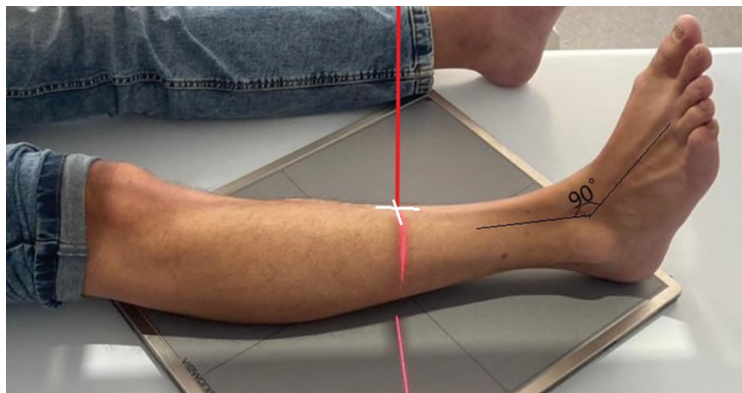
Рентгенография костей голени. Задняя прямая проекция
